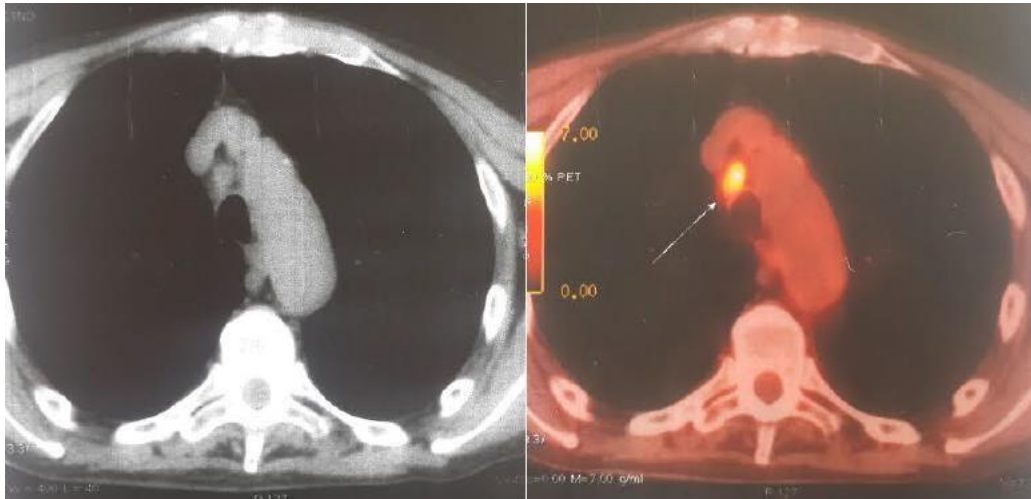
Image de fusion TEP-TDM en coupe axiale montrant une hyperfixation ganglionnaire médiastinale (flèche).
